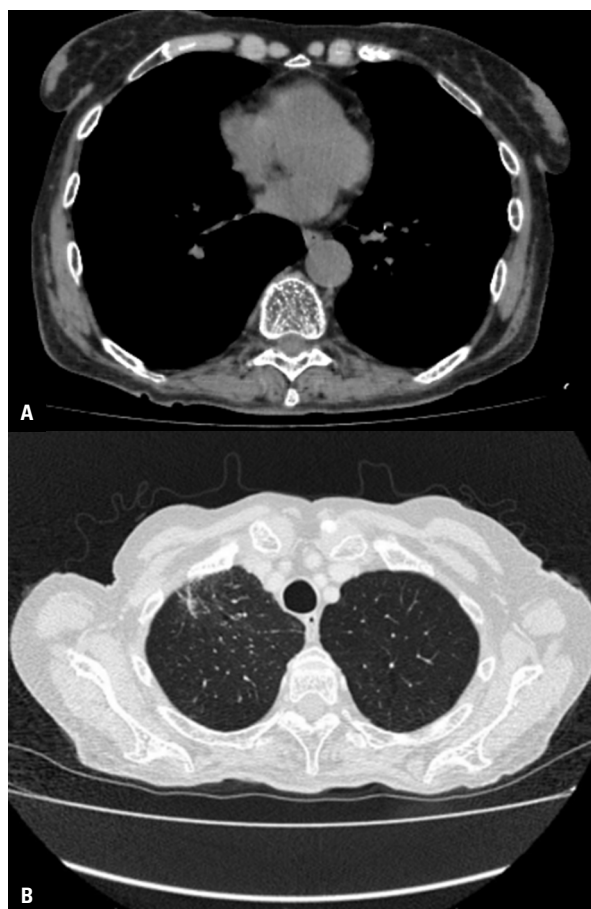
Tomografia komputerowa klatki piersiowej — częściowa odpowiedź (PR, *partial response*) według kryteriów RECIST 1.1
